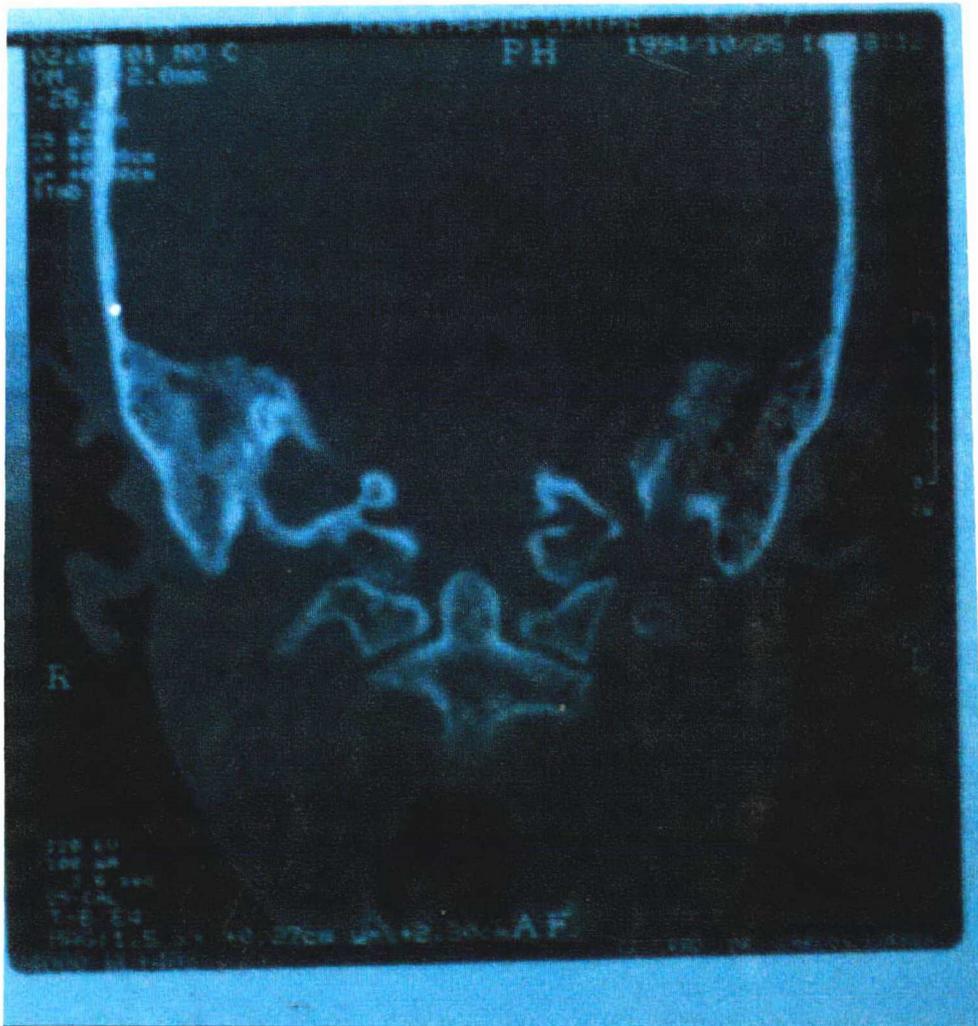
Imagem da TC de ossos temporais mostrando densidade de partes moles nas células da mastóide dir e ouvido médio D.
